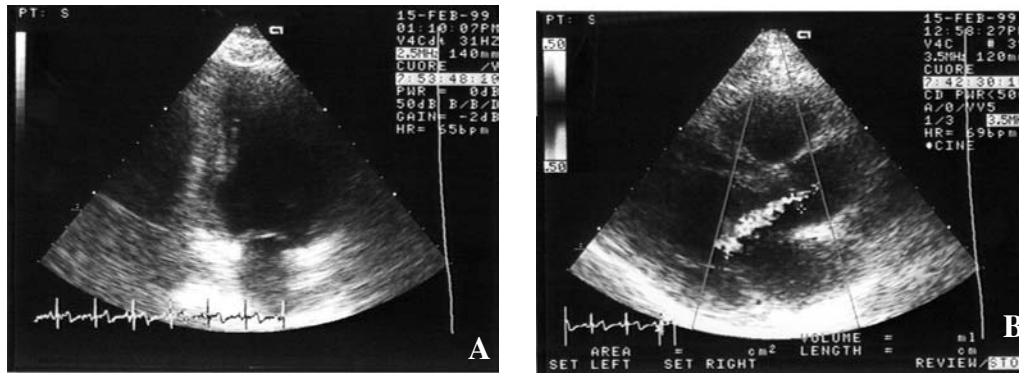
Infarto miocardico acuto in giovane donna affetta da lupus eritematoso sistemico con riscontro emodinamico di coronarite della discendente anteriore e della circonflessa. A: sezione apicale 2 camere; aneurisma della porzione basale della parete inferiore del ventricolo sinistro. B: sezione parasternale asse lungo; insufficienza aortica moderata da ispessimento valvolare.
